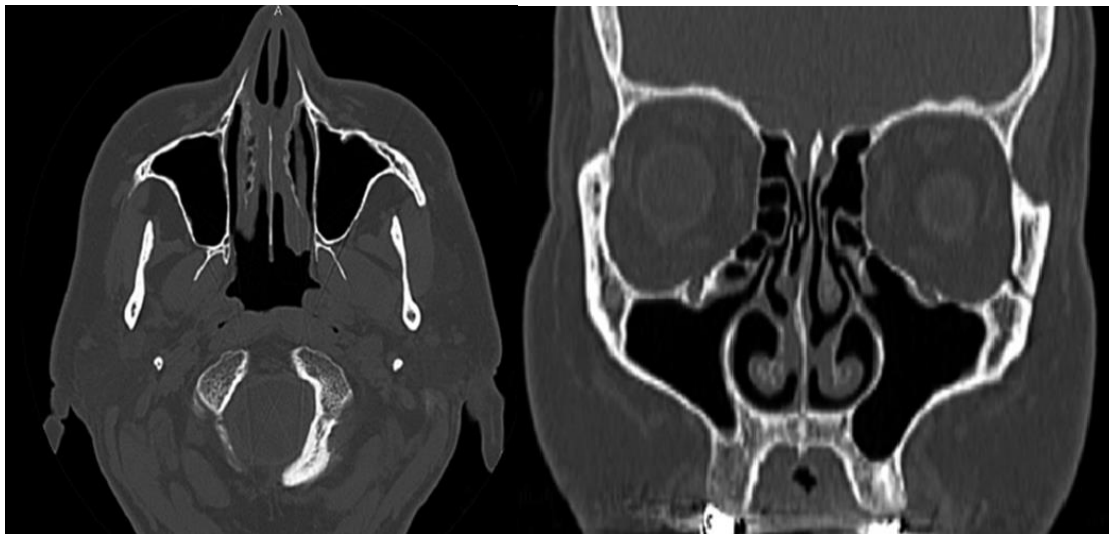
Компьютерная томография аксиальная и коронарная проекции. Синехиальные сращения между перегородкой носа и нижней носовой раковиной с двух сторон
